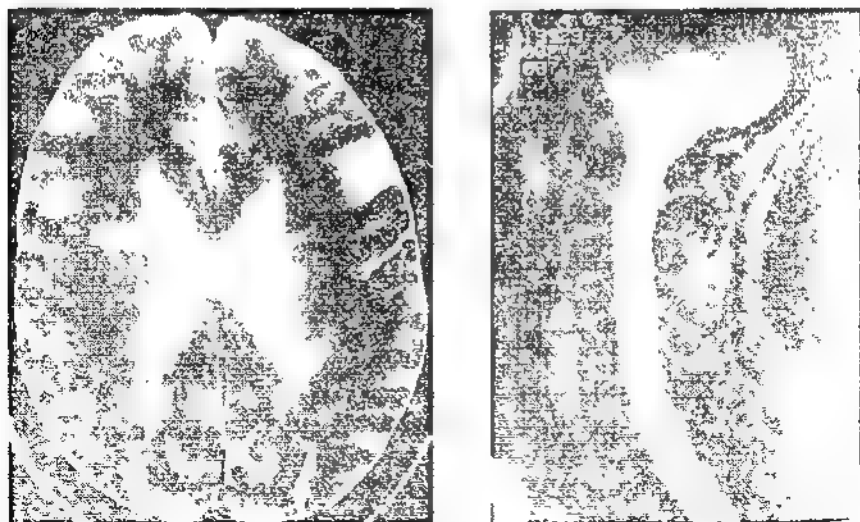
Рассеянный склероз. На T2-изображении МРТ видны множественные бляшки в белом веществе около желудочков (слева) и в спинном мозге (справа)
